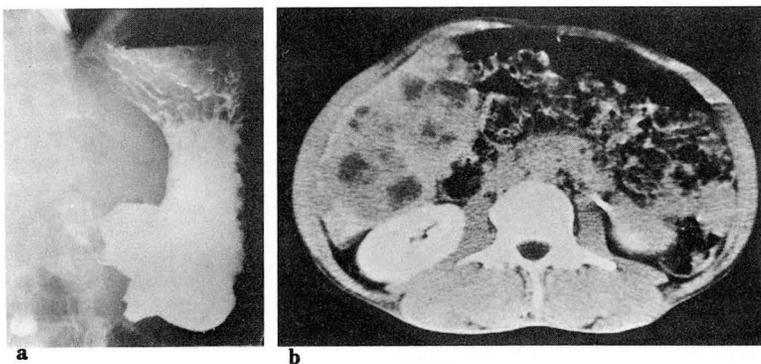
Case 13. a. UGI series: An irregular, lobulated filling defect is noted in the antrum. This was confirmed as adenocarcinoma at surgery. b. CT scan: A huge, heterogenous low density mass in the right lobe of the liver. Biopsy confirmed the lesion as hepatocellular carcinoma.
